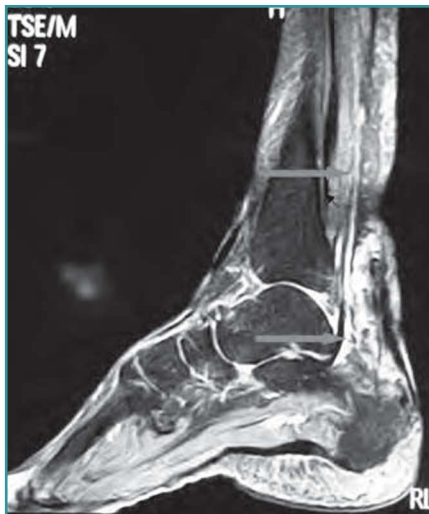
Resonancia magnética, donde se aprecia la pérdida de sustancia y la degeneración tendinosa del tendón.
